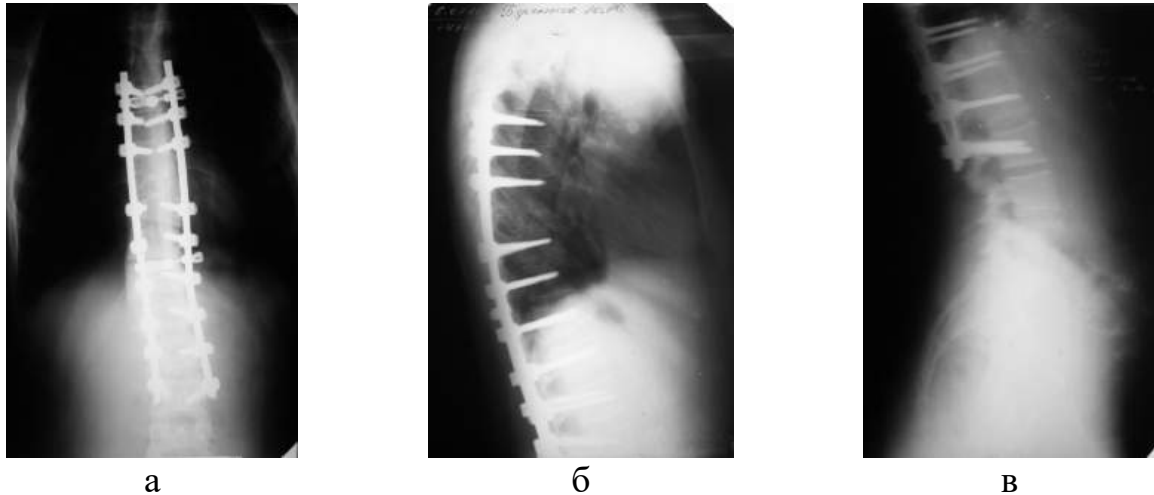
Фотовідбитки рентгенограм хворого Б. у передньо-задній (а) та бічній проекціях (б-в) через 7 місяців після ревізійного хірургічного втручання
